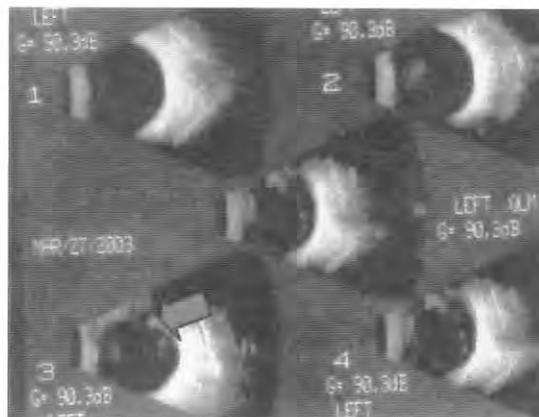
Caso 2. Segunda Ecografía en modo B que mostró cuerpo extraño metálico.
